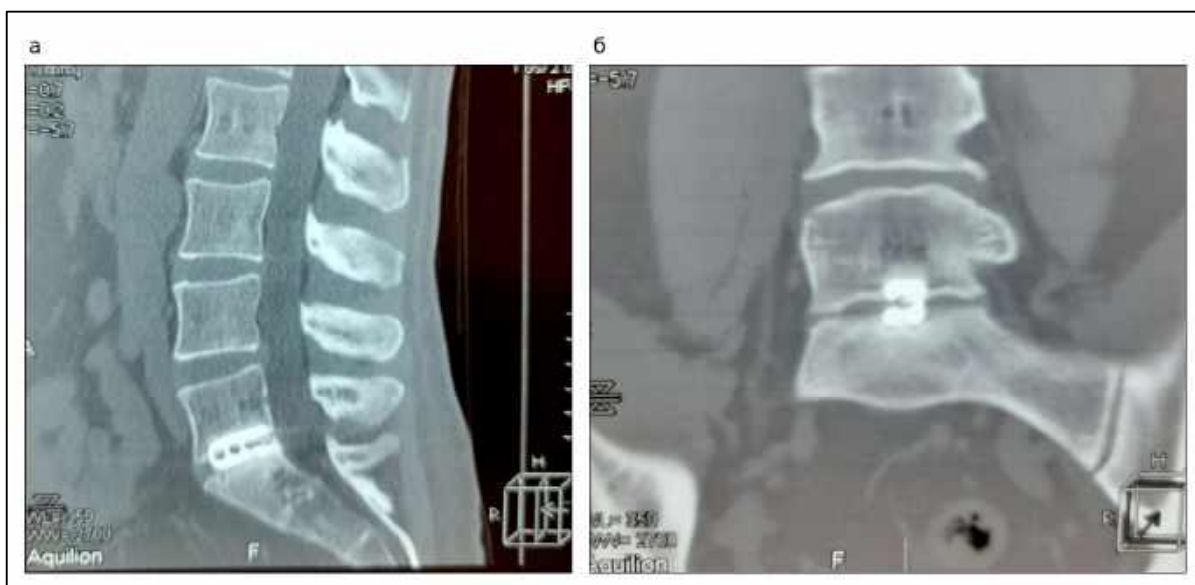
Післяопераційна мультиспіральна комп'ютерна томографія попереково-крижового відділу хребта після мікродискектомії з міжтіловим корпородезом на рівні L5–S1: а — сагітальна реконструкція; б — корональна реконструкція. Візуалізується положення міжтілового кейджа в межах міжхребцевого проміжку.
